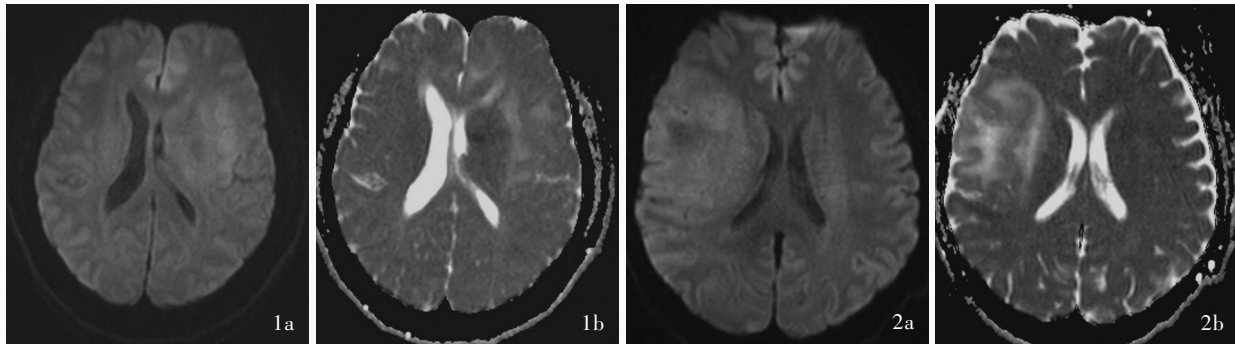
女性患者,50岁,诊断为IDH1野生型胶质瘤(WHOⅢ级)。头部MRI显示扩散受限 1a 横断面DWI 1b 横断面ADC 图2 男性患者,38岁,诊断为IDH1突变型胶质瘤(WHOⅢ级)。头部MRI显示扩散不受限 2a 横断面DWI 2b 横断面ADC
